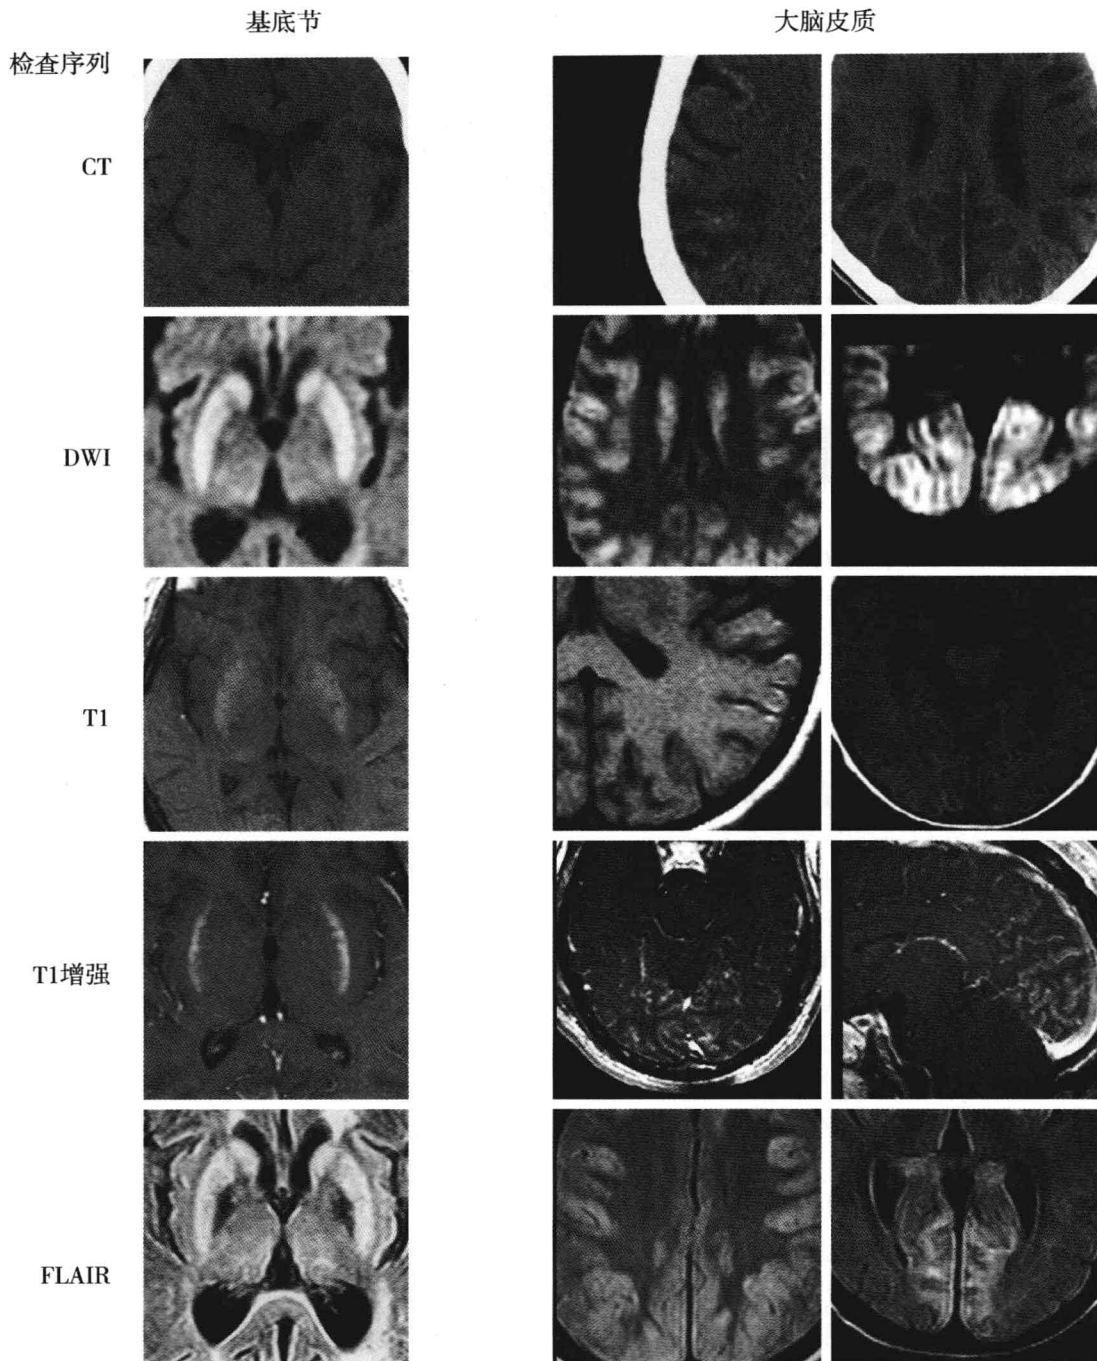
累及基底神经节和大脑皮质的缺氧-缺血性脑损害患者的影像学表现。第一排：基底神经节的轴向计算机断层扫描 (CT) 显示尾状核的对称性低密度灶 (左)。脑部无对比剂的轴向 CT 平扫显示围绕皮质的线性高密度影 (右)。第二排：磁共振弥散加权成像 (MR-DWI) 显示双侧外囊呈对称性的高信号 (左)，轴向 DWI 显示大脑皮质弥漫性高信号改变，提示层状坏死 (右)。第三排：轴向 MRI-T1 加权像显示双侧壳核呈对称的高信号改变 (左)，轴向 MRI-T1 加权像显示双侧皮质呈高信号，提示层状坏死 (右)。第四排：带对比剂的轴向 MRI-T1 加权像显示双侧壳核外部信号对称增强 (左)，带对比剂的轴向和矢状位 MRI-T1 加权像显示皮质周边部呈线性增强，枕叶最明显 (右)。第五排：轴向液体衰减翻转恢复序列 (fluid-attenuated inversion recovery, FLAIR) 显示双侧豆状核呈对称性高信号 (左)。轴向 FLAIR 显示遍布于大脑皮质、枕叶内侧为主的弥漫性和局部皮质高信号改变 (右)。
